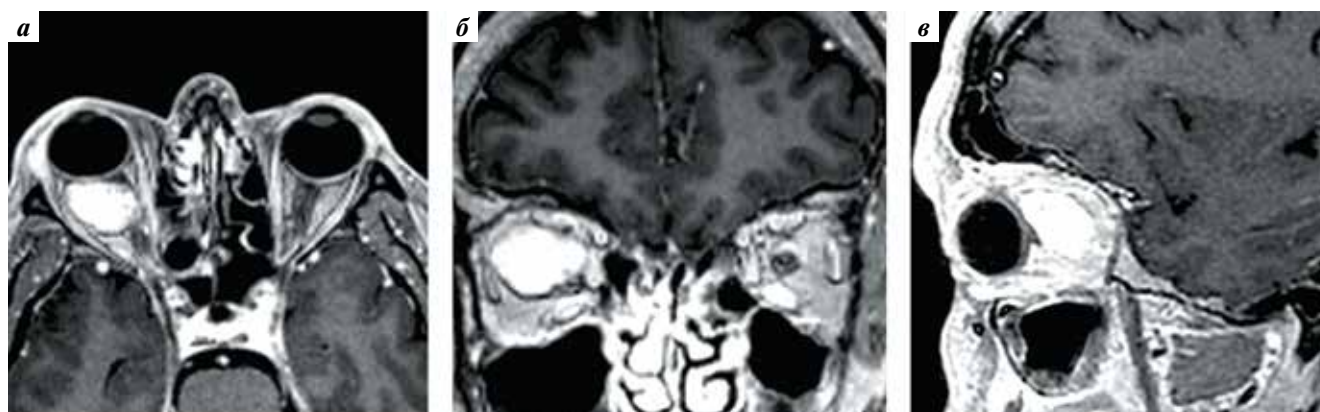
Кавернозная гемангиома правой орбиты у пациента В. Предоперационные магнитно-резонансные томограммы с контрастным усилением в режиме T1: а — аксиальная проекция; б — фронтальная проекция; в — сагиттальная проекция. Кавернозная гемангиома в верхнелатеральной части правой орбиты интенсивно накапливает контрастный препарат и смещает правый зрительный нерв медиально и вниз
